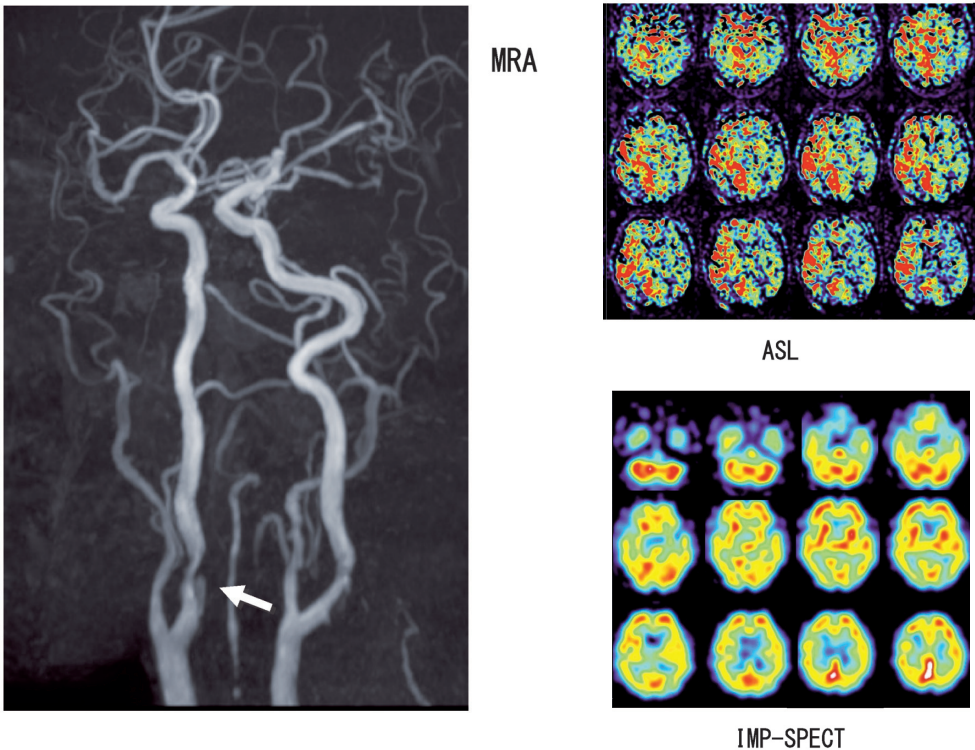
70歳代男性。MRAで右の内頸動脈起始部(矢印)における狭窄を認め、同部におけるステント留置が予定された。術直前に撮影されたASLでは右の前方循環(中大脳動脈領域)の血流上昇があるように見えるが、これはdelayed arterial arrivalと呼ばれるアーチファクトで支配血管の近位部に狭窄があると生じる現象だ。同時期のSPECTをみても右半球の血流が対側よりわずかに低下していることが明らかであり、こちらの画像の方がASLよりも信憑性が高い。
